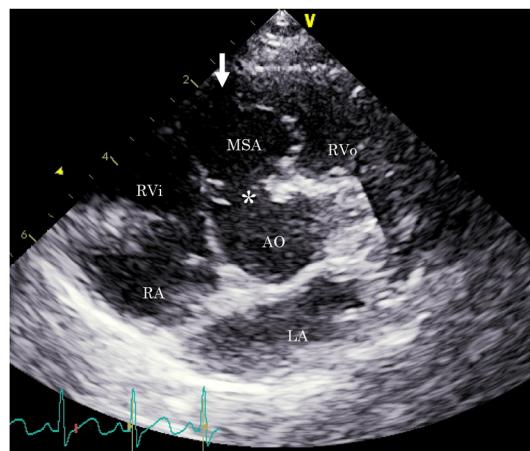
Echocardiography at 4 years old
